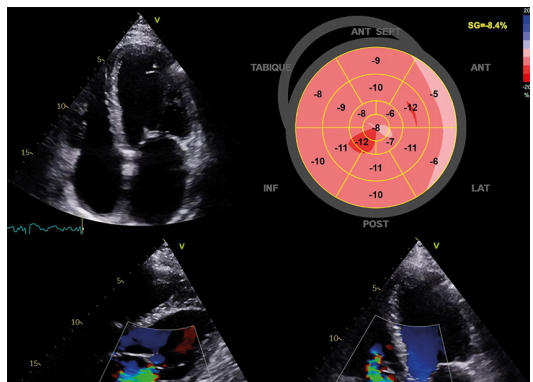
Imágenes 2D del ecocardiograma transtorácico durante el ingreso hospitalario.
